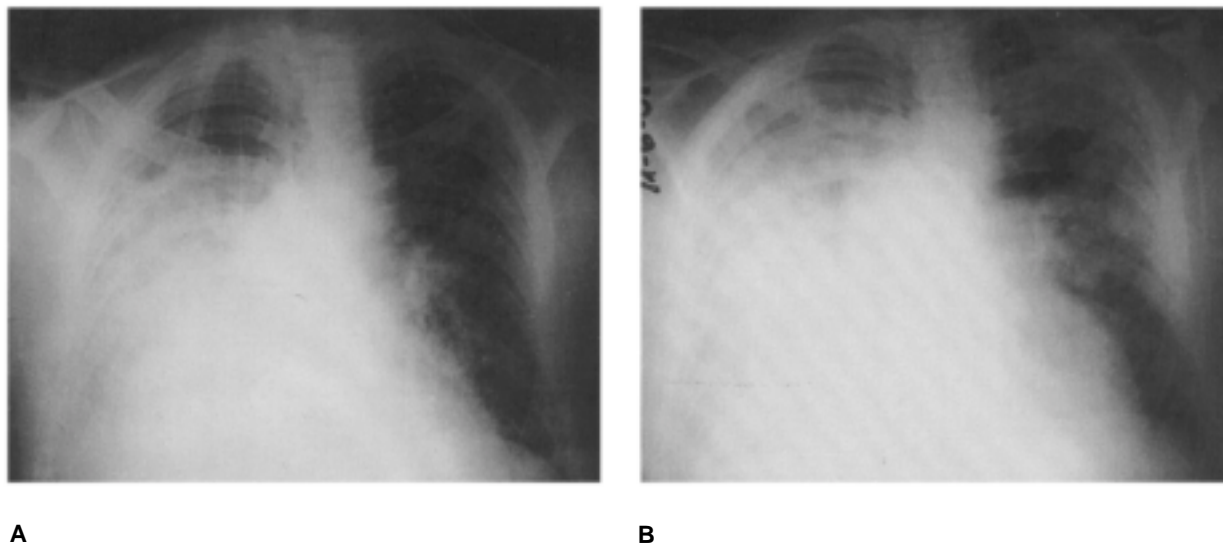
A: Radiografía de tórax de ingreso del paciente del caso número 4 (56 años, sexo masculino). Se aprecia extenso compromiso alvéolo-intersticial bilateral. B: Radiografía del mismo paciente obtenida a las 24 horas de ingreso. Se aprecia significativo aumento de la densidad del infiltrado en el pulmón contralateral. En ese momento se confirmó el diagnóstico etiológico por positividad del antígeno urinario y de la inmunofluorescencia indirecta del lavado bronquio-alveolar (LBA).
